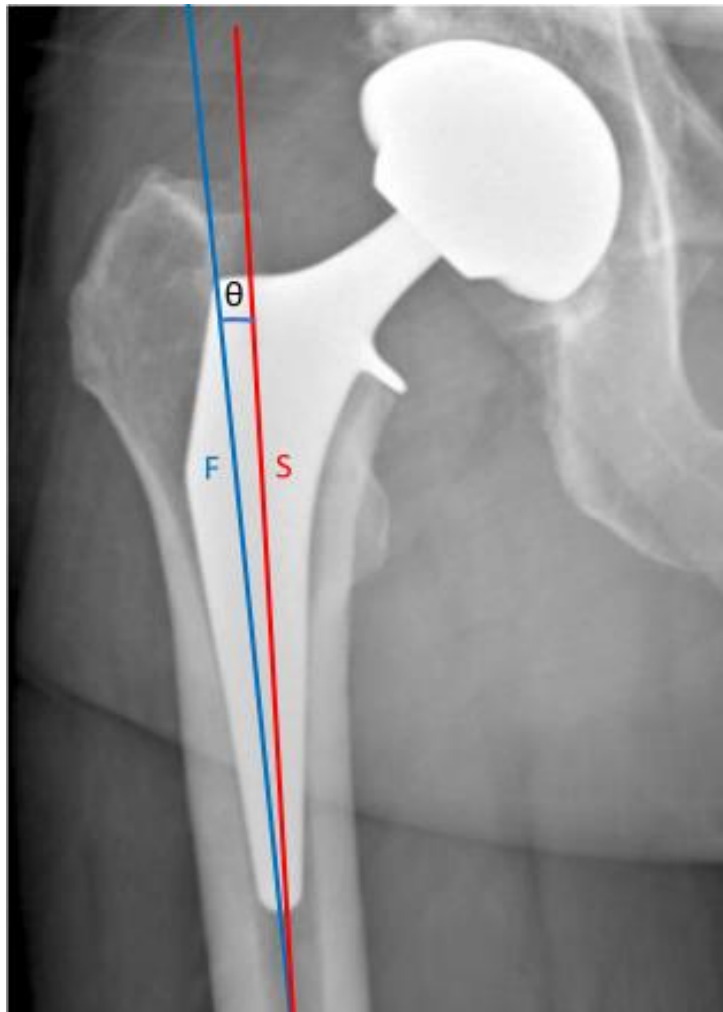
Radiographie postopératoire détaillant les mesures de l'alignement de la tige, l'angle (θ) entre l'axe de la tige (ligne rouge) et l'axe fémoral proximal (ligne bleu)
